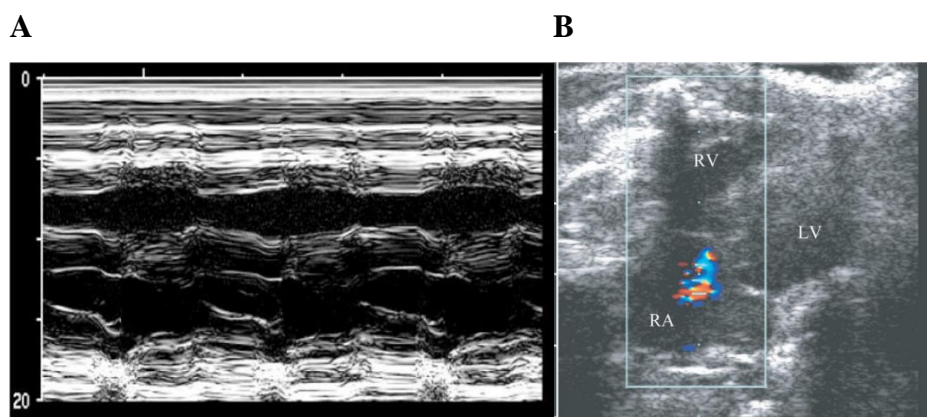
(A) Imagen ecocardiográfica en modo M de la pared libre del VD, donde se observa la dilatación e hipertrofia de este ventrículo. (B) Imagen ecocardiográfica, en modo B con Doppler color, donde se puede observar la presencia de un mosaico de colores en la VT indicativo de regurgitación de esta válvula (Imagen tomada de Jones et al., 2002).
